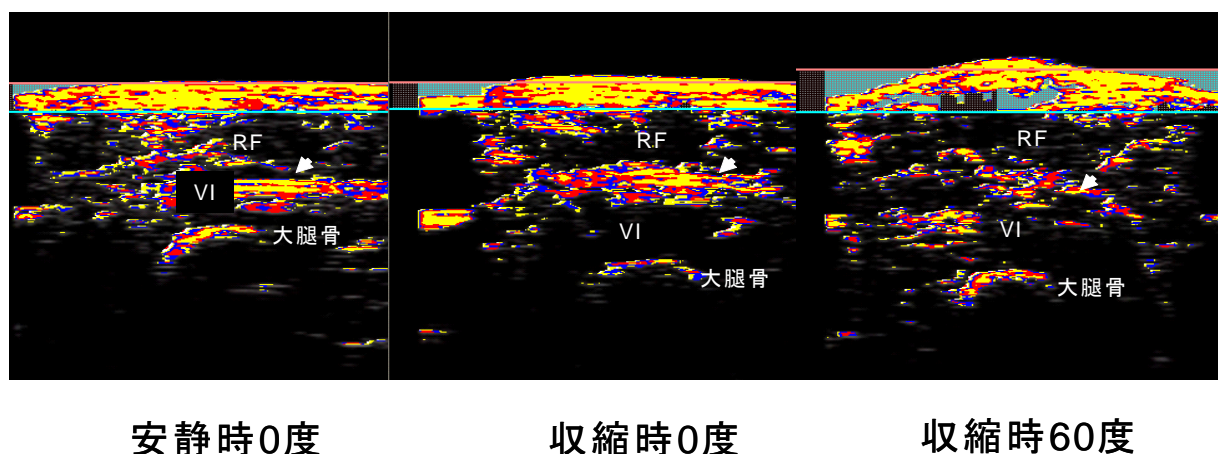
安静時0°、収縮時0°（大腿四頭筋セッティング時）、収縮時60°（MVC時）の大腿部中央横断超音波断層像
